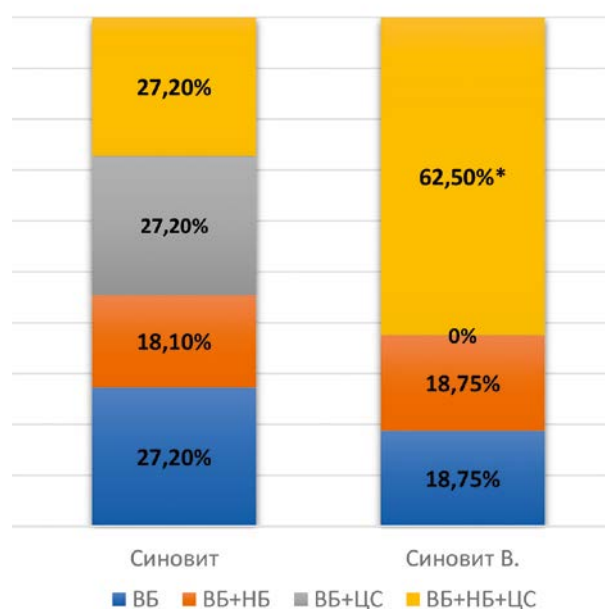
Взаимосвязь УЗИ изменений с характеристиками болевого синдрома. ВБ – воспалительная боль, НБ – нейропатическая боль, ЦС – центральная сенситизация, Синовит В. – синовит с васкуляризацией синовиальной оболочки сустава. \*p<0,05
